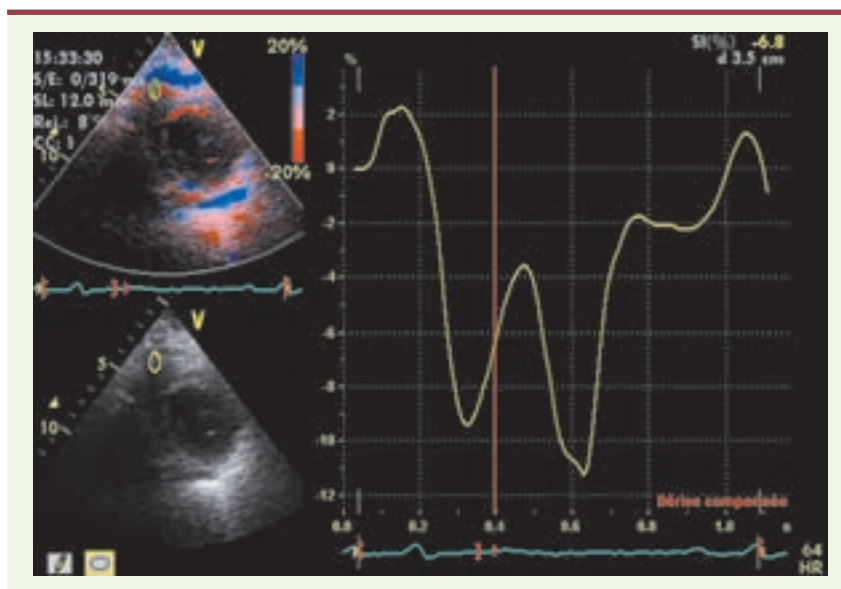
Analyse du ventricule droit en strain à partir d'une coupe parasternale petit axe. L'échantillon doppler est positionné au niveau de la paroi libre du VD.
